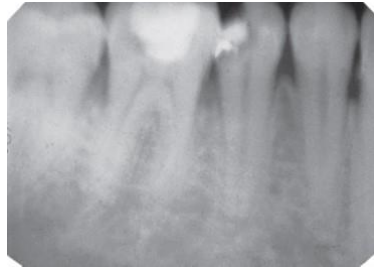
14 Radiograf dengan detail yang baik, radiograf sebelah kiri menampakan detail seluruh struktur anatomi pada gigi dewasa dan sebelah kanan menampakkan struktur anatomi pada gigi anak-anak
